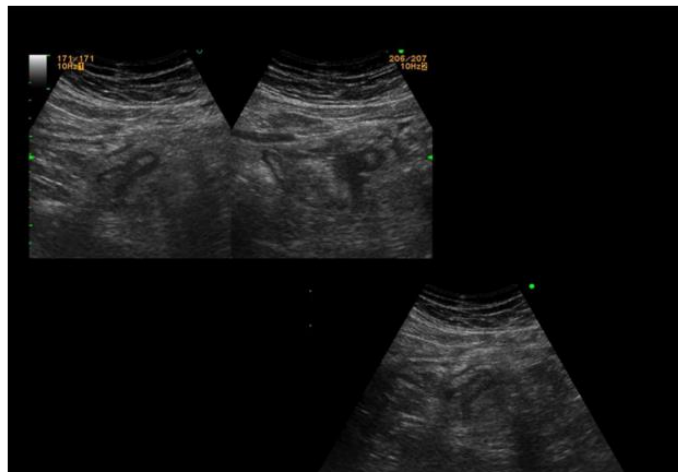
Imágenes de ecografía donde identifica área heterogénea, hiperecoica que engloba al apéndice cecal el cual se observa engrosada. Se identifica además escasa cantidad de líquido libre. Hallazgos sugestivos de plastrón apendicular
